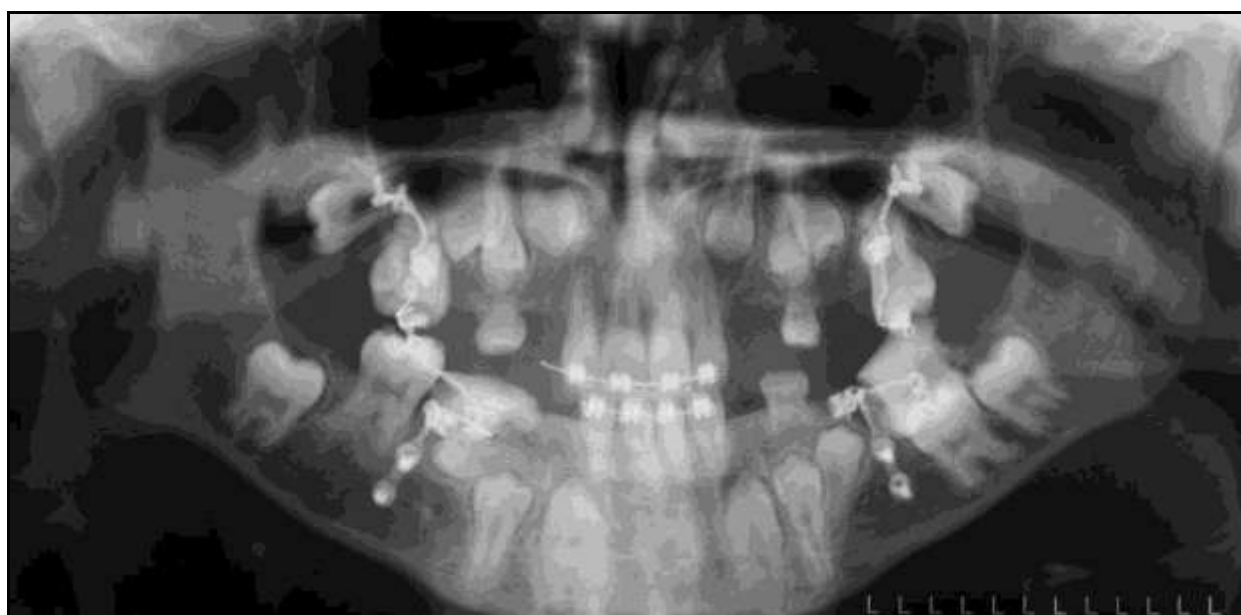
Orthopantomogramme du 22/12/06, après 11 mois et demi de traction des 6. Réalisé en post-opératoire d'un nouveau dégagement de 35 (Présence d'un pansement de COE-PACK® au niveau de chacun des sites) (Photo J.P. Perrin).
